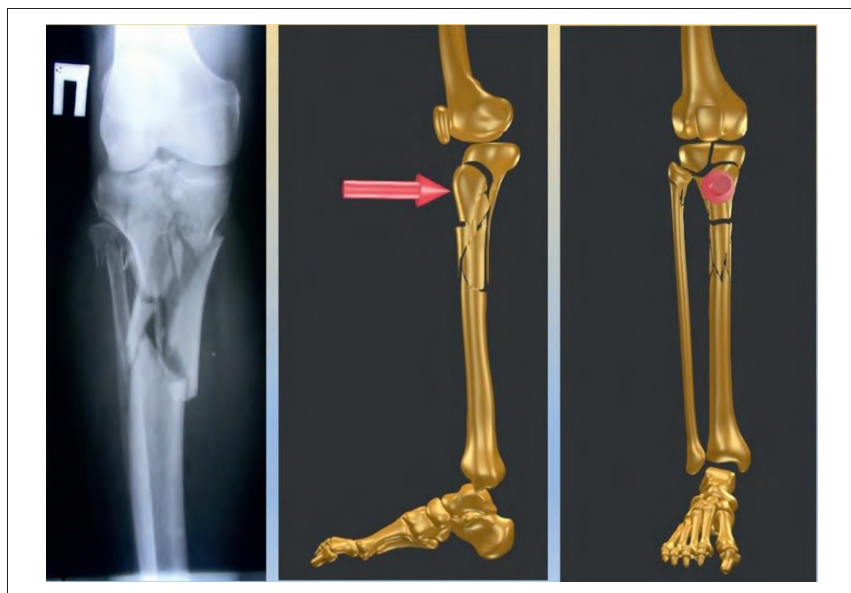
Создание 3D-модели по одному рентген-изображению. Красной объемной стрелкой указано место и направление повреждающего воздействия
